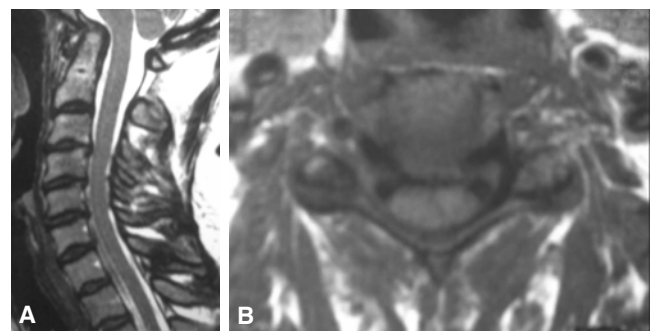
RMN mostrando enfermedad cervical degenerativa.
